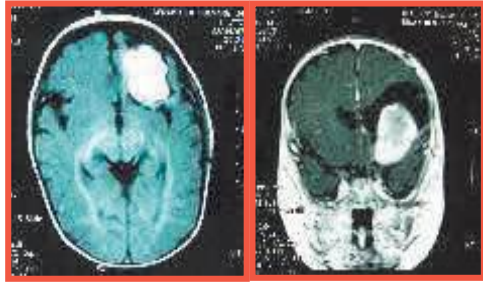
MRI encefalo (abril 2007), muestra zona de hiperintensidad F-T-P Izq., con cavidad quística circundante con extensión ventricular Izq.
